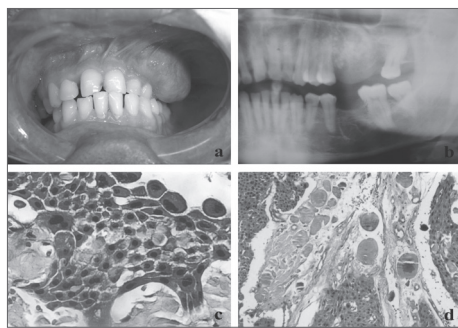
(a) Lesão nodular exofítica localizada em gengiva vestibular maxilar; (b) radiografia panorâmica exibindo lesão radiolúcida, de bordos indistintos, com focos centrais radiopacos; (c) ilhas de células epiteliais poliédricas, revelando pleomorfismo e pontes intercelulares proeminentes (HE/ 400x); (d) calcificações lamelares concêntricas localizadas entre ilhas de células epiteliais poliédricas (HE/ 100x).
